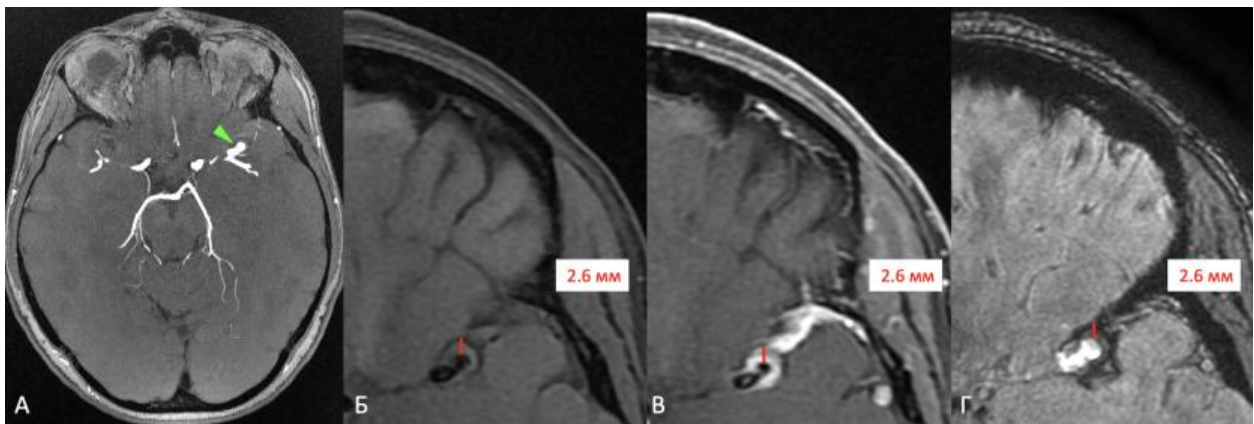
Аневризма средней мозговой артерии размером 6 мм (зеленая стрелка). МРТ: 3D TOF (А) в аксиальной плоскости, T1 SE до (Б) и после (В) внутривенного введения контрастного препарата, SWAN (Г) в аксиальной плоскости. Определяется 4-й тип контрастирования – циркулярное толстослойное контрастирование аневризмы левой СМА (зеленая стрелка) по всему периметру, соответствующее утолщению и снижению МР-сигнала от нее в режиме SWAN
